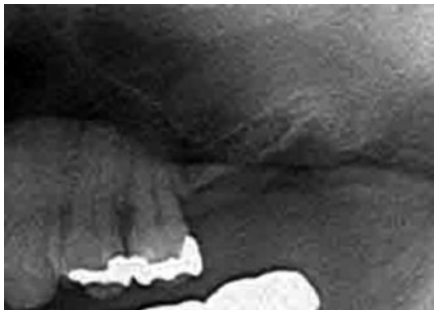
術前のX線像。既存骨は3mm程度であった。
